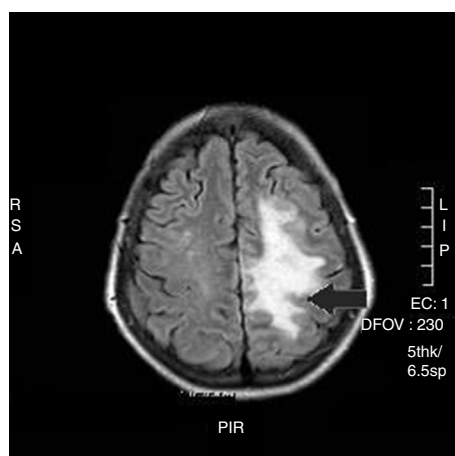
RMN cerebral realizada a las 48 h: zonas con restricción de difusión sugestivas de lesión isquémica en territorio de arteria cerebral media y arteria cerebral media izquierdas (flecha).
